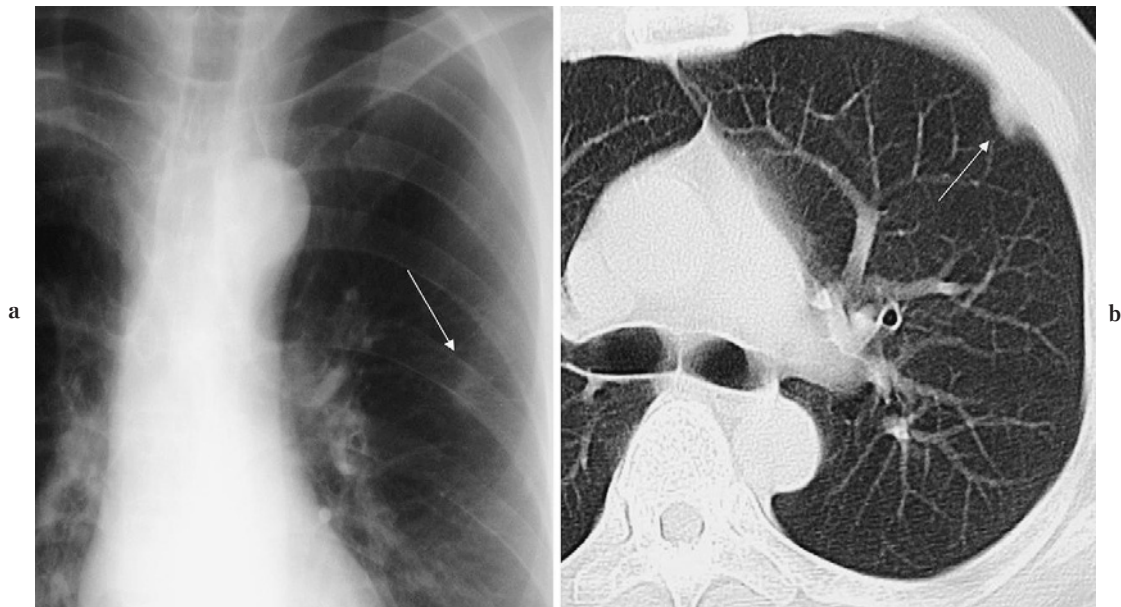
Calcified costochondral junction. (a) Small calcified lesion is observed in the left middle lung field of the P-A view (arrow). (b) CT (arrow).
